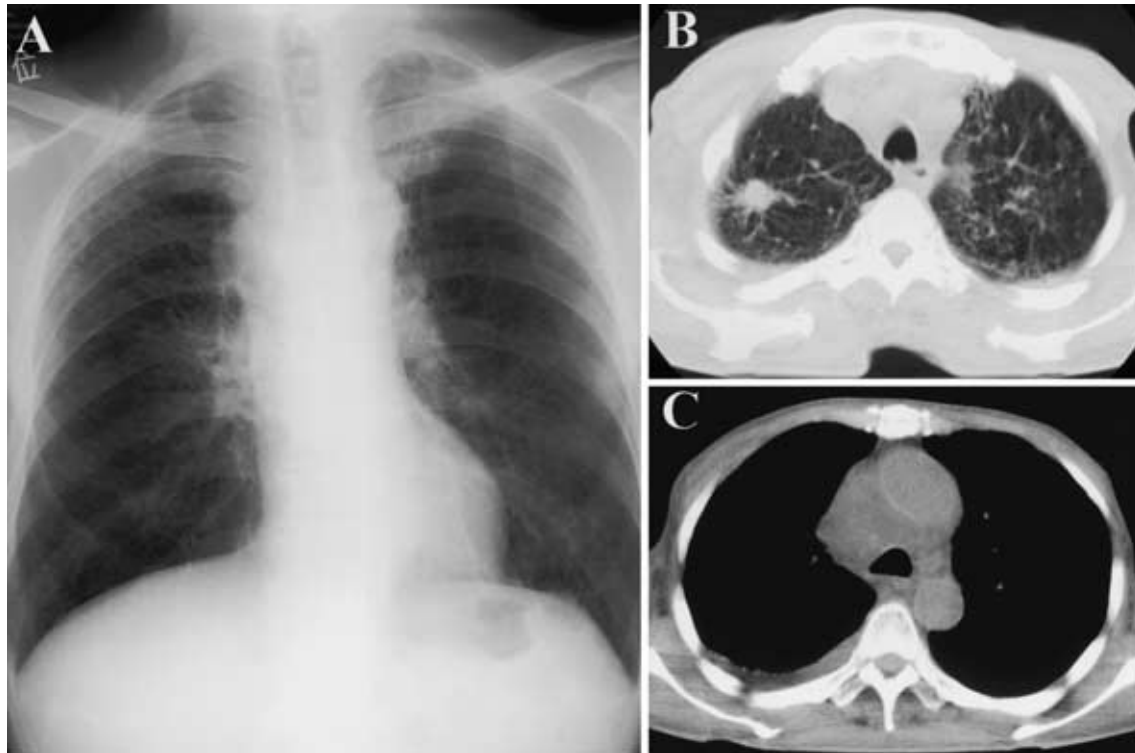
Chest X-ray films (A) and chest CT (B) after treatment showed the size of the mass shadow in the right upper lung field had decreased to 1.2 cm in diameter. The stenosis of the superior vena cava caused by swollen mediastinal lymph nodes was resolved on chest CT (C).
